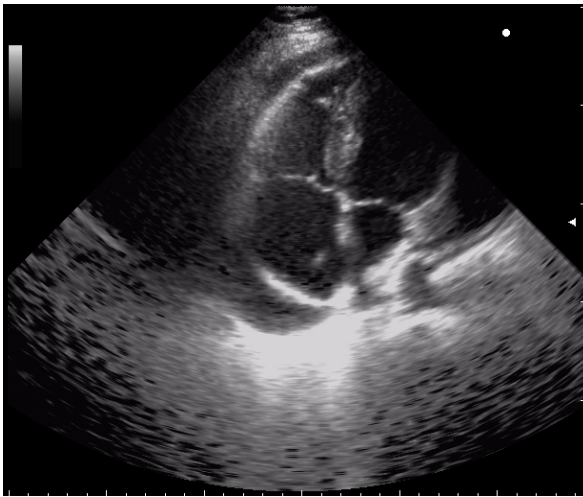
Эхокардиография больного М. от 24.05.2011 года
